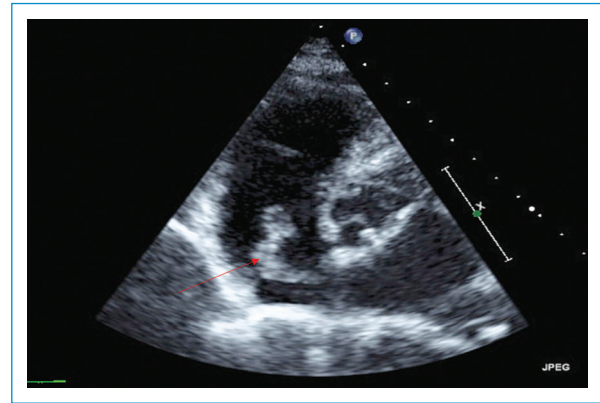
Eje corto de ecocardiografía transtorácica que muestra la presencia de trombos libres en las cámaras derechas (flecha).
